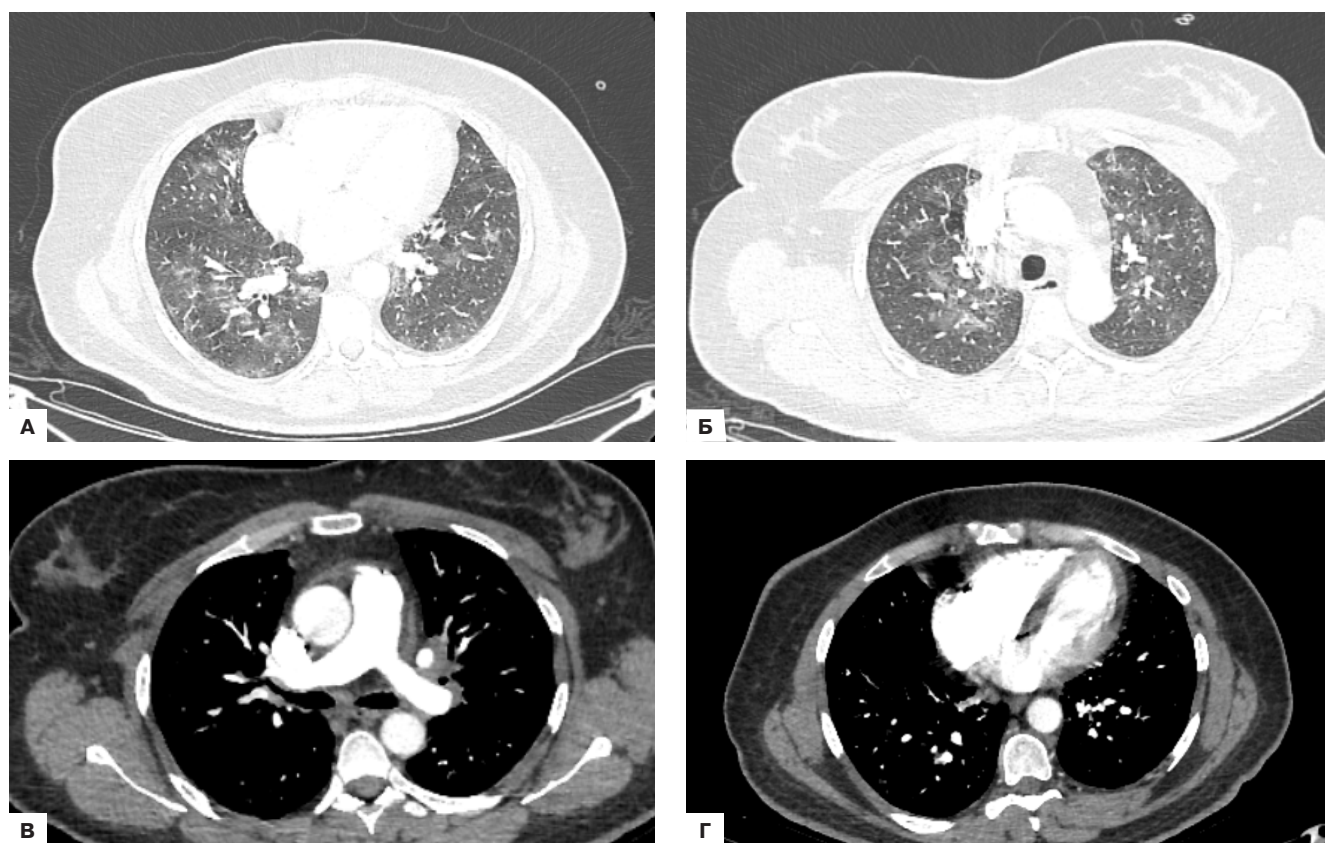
КТ легких с контрастированием.
